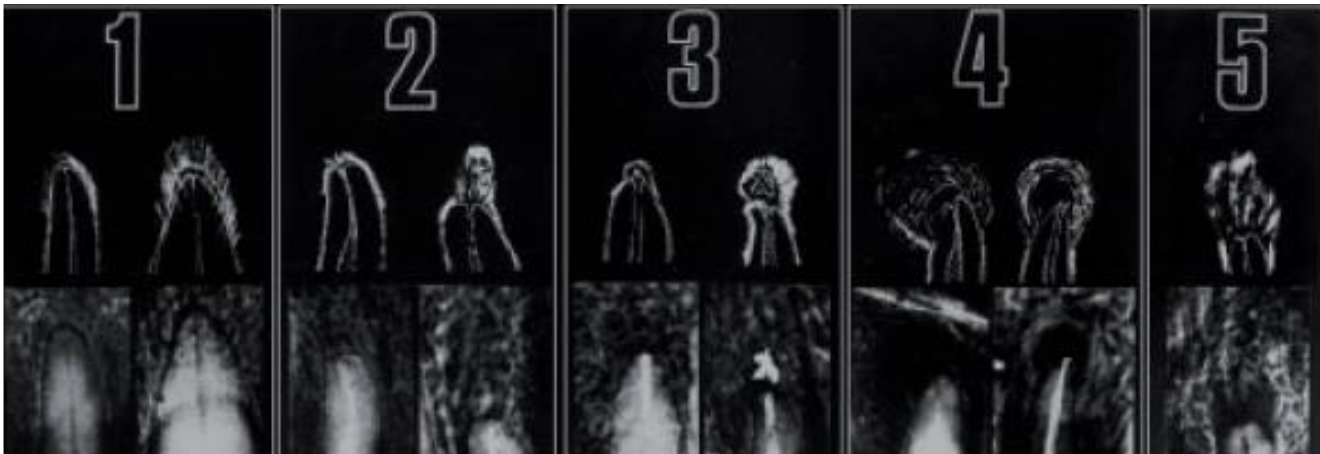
Referencias visuales usadas para la evaluación del estado periapical propuesto por Ørstavik et al. Tomado de Ørstavik et al., 1986.
